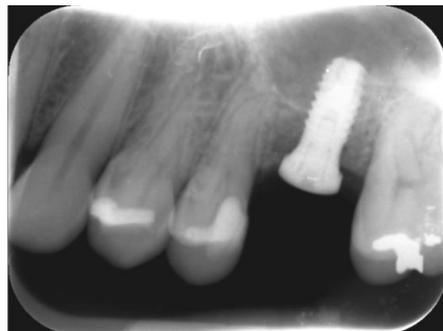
F. Radiografía periapical en el momento de la colocación del implante.
